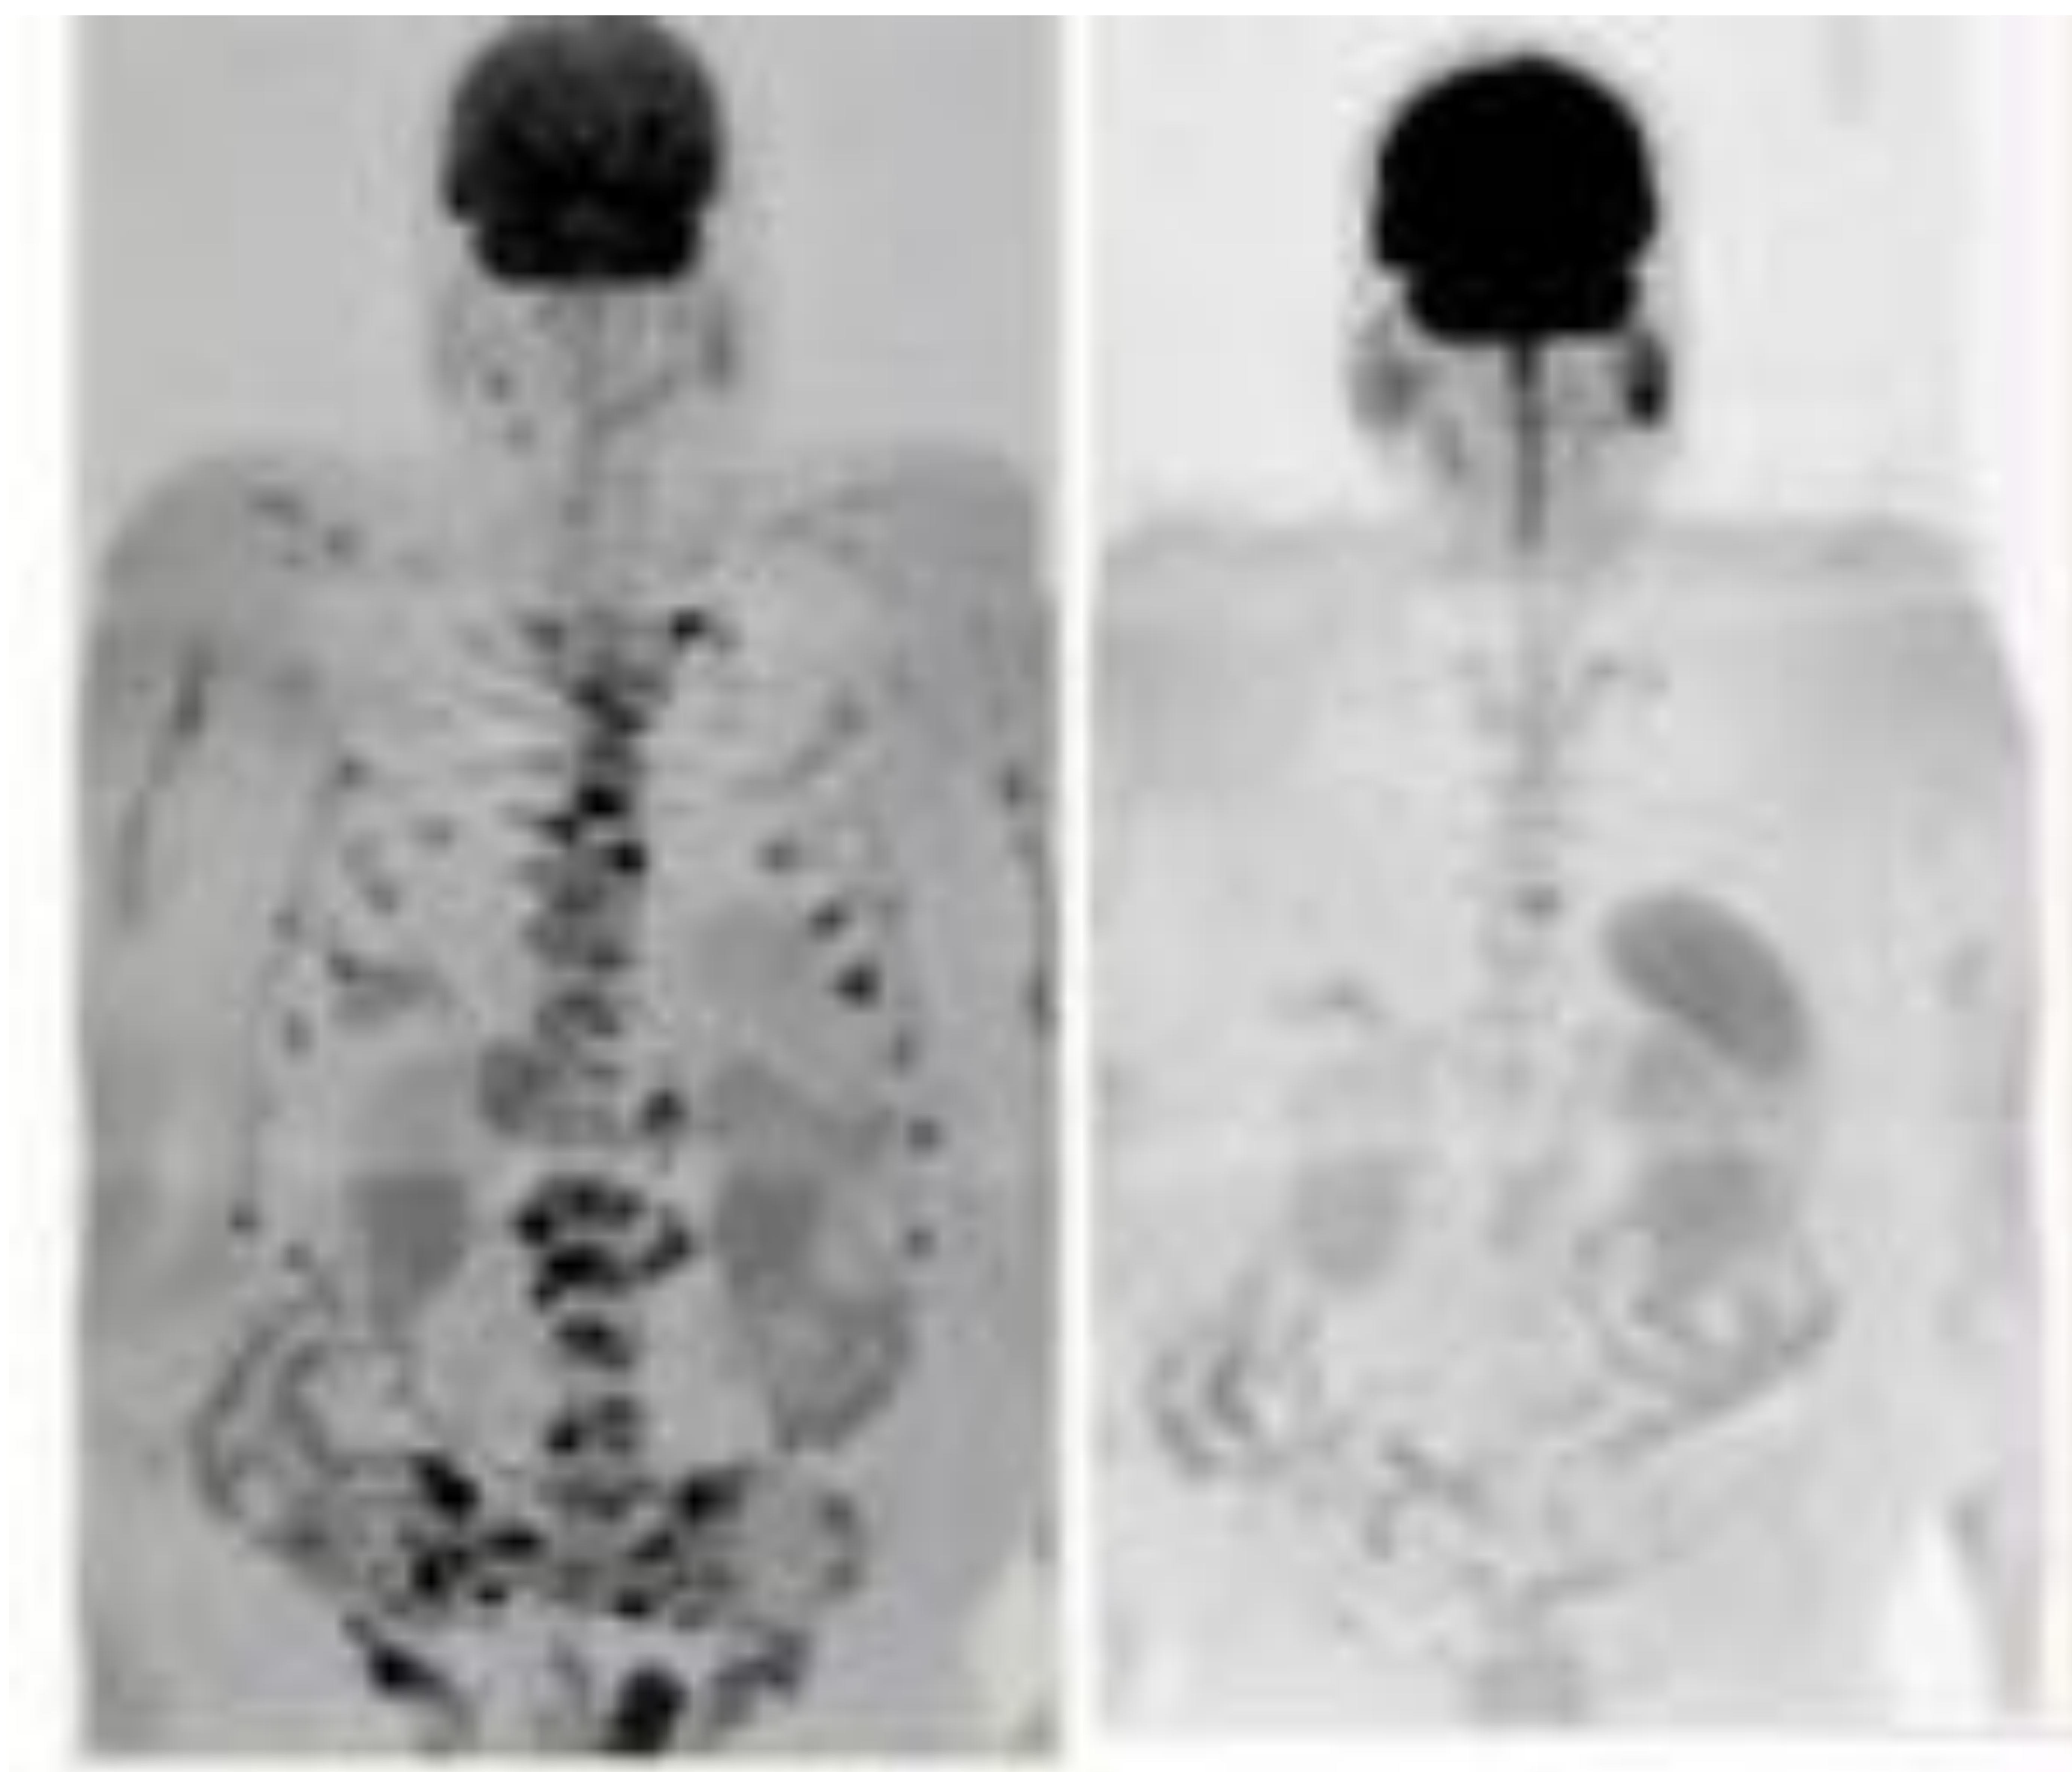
Paciente de 62 años con MM IgG-Kappa. Estudio basal y control. DWI que muestra disminución en número y tamaño de las múltiples lesiones focales.
